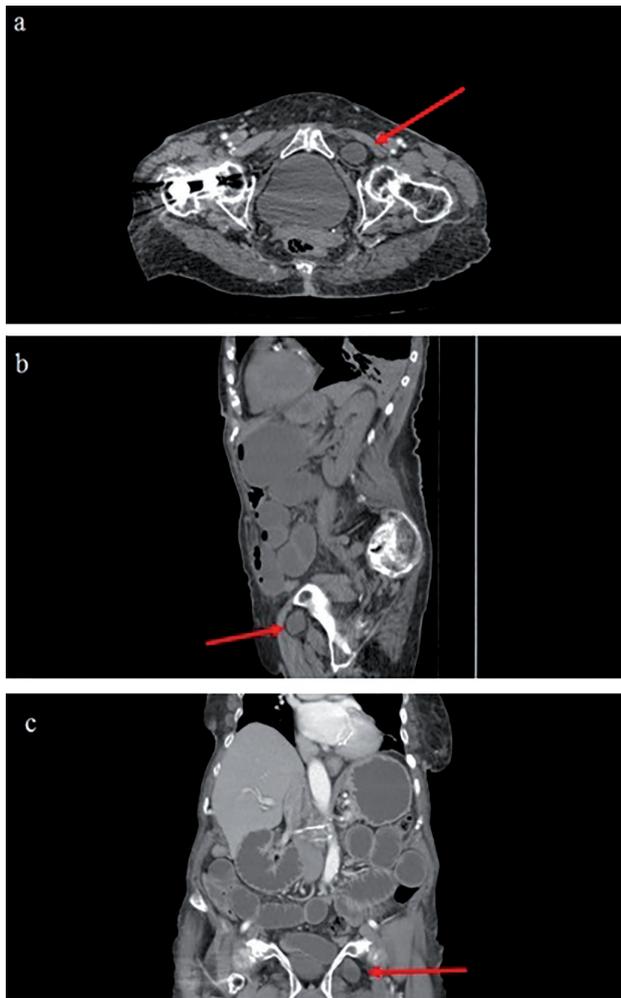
Tomografía axial computarizada. Se observa hernia obturatriz izquierda indicado por la flecha. (a) Corte axial. (b) Corte sagital. (c) Corte coronal.
